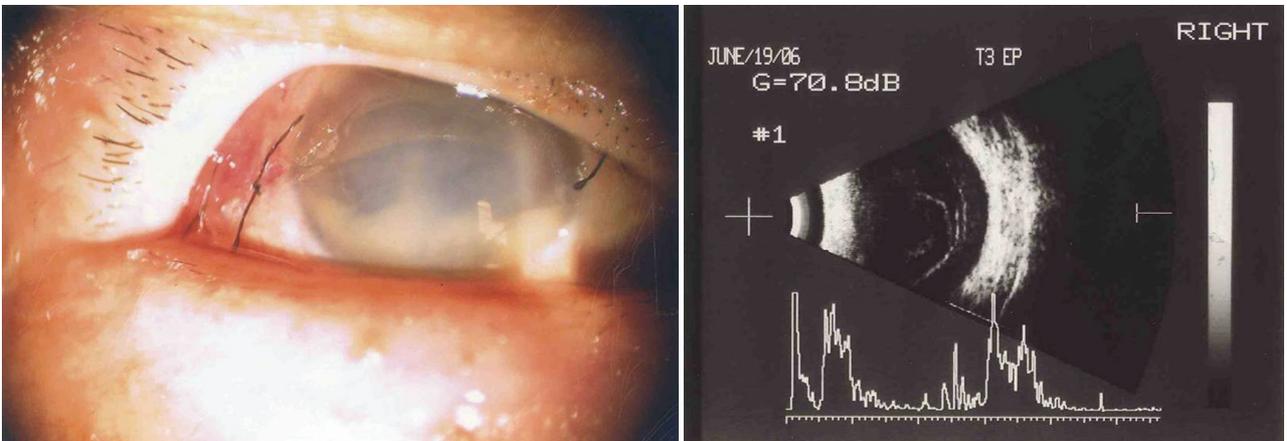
Slit lamp photograph (left) and ultrasonogram (right) obtained 4 days after intravitreal triamcinolone acetonide injection.
